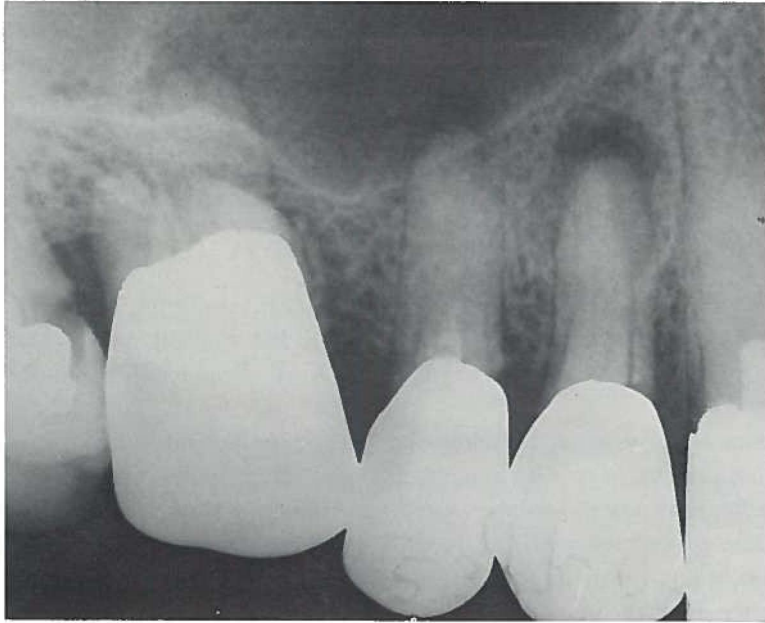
Periapicale ontstekingen van de P₁, P₂ s.s. (Pk. 68/1069).
